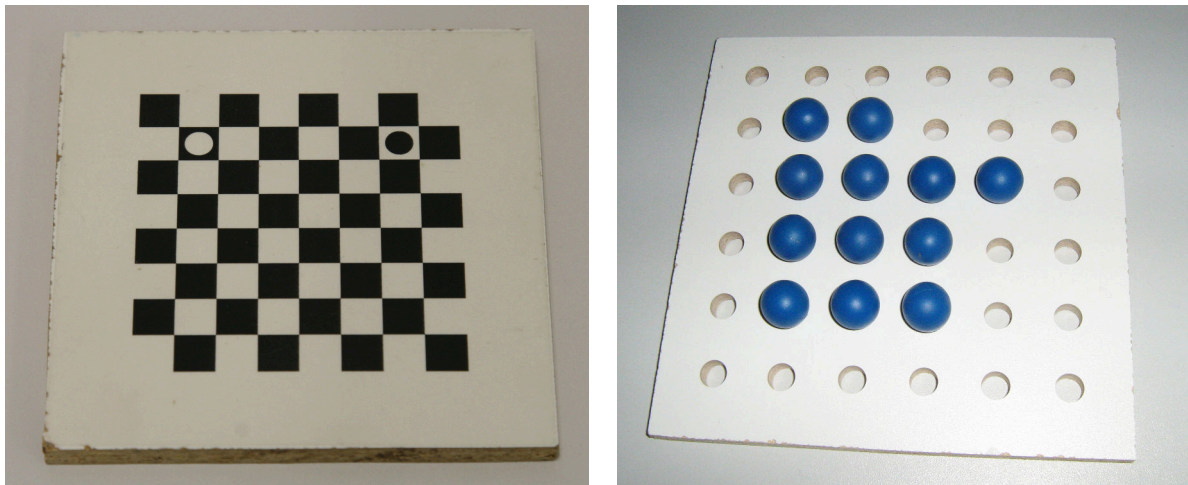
Links: Zur Kalibrierung der Kameras kommt ein Schachbrettmuster zum Einsatz. Um im Stereokamerasystem die Korrespondenzen herstellen zu können, sind zwei der Felder mit invers gefärbten Kreisen markiert. Rechts: Um Korrespondenzen zwischen den Koordinatensystemen von Kamerasystem und MRT herstellen zu können, werden diese Kugeln verwendet. Sie sind mit einer wasserbasierten Flüssigkeit gefüllt und somit im MRT-Bild gut zu erkennen. Durch die blaue Farbe sind sie auch in den Bildern der Kameras gut erkennbar.
